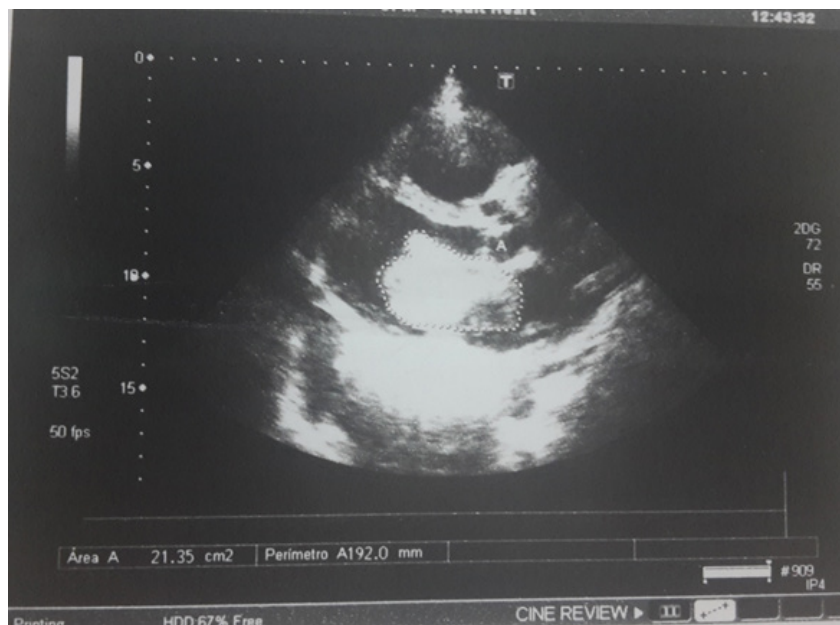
Ecocardiografía: ventana paraesternal eje largo. Vista del mixoma auricular.
